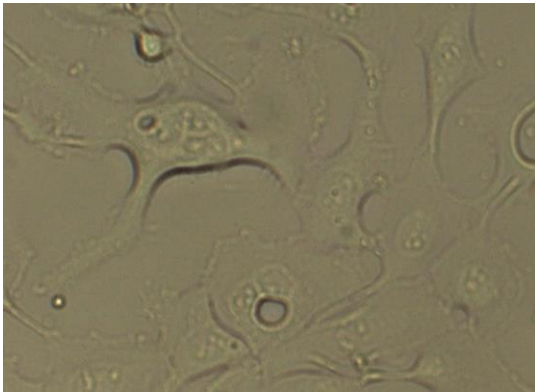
Nativaufnahme BT20-Zellen
